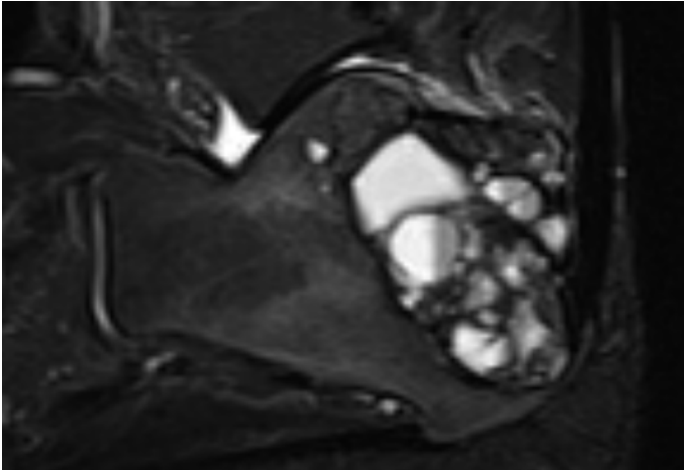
Brauner Tumor bei Hyperparathyreoidismus im rechten Calcaneus, multizystische Binnenstruktur ähnlich wie in einer aneurysmatischen Knochenzyste (MRT T2w TIRM, sagittal)
